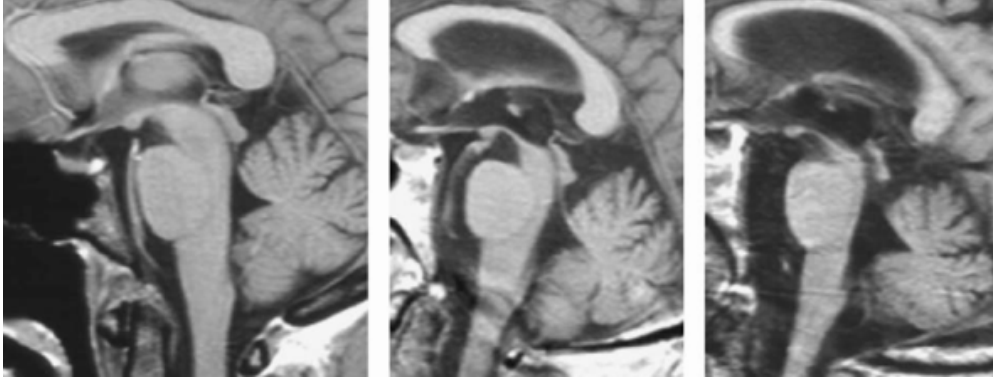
Coupes sagittales médianes d'acquisitions cérébrales par RMN en séquences T1. Trophicité mésencéphalique normale sur la première image. Atrophies mésencéphaliques ou « Hummingbird sign » avec élargissement des troisième et quatrième ventricules modérés puis sévères sur les deux images suivantes (93).
